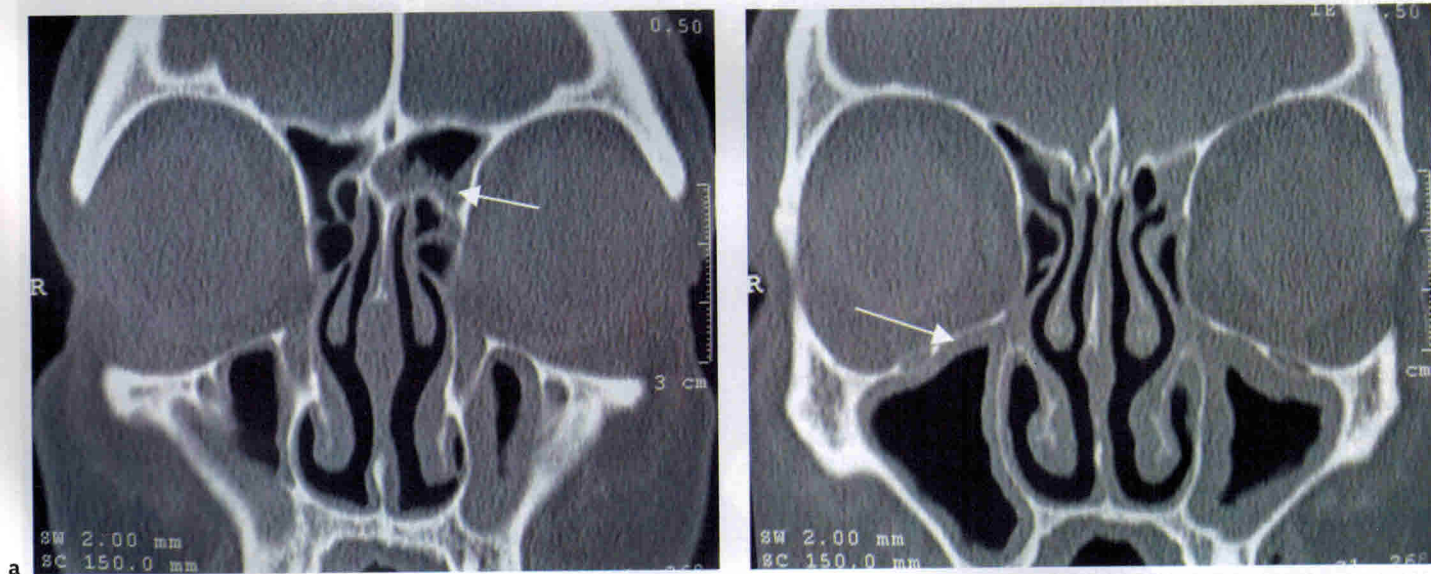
(а) Обратите внимание на утолщение слизистой оболочки левой лобной пазухи и лобного кармана на корональном срезе КТ (белая стрелка). При этом правые лобная пазуха и лобный карман не изменены. (б) Следует отметить утолщение слизистой оболочки правой верхнечелюстной пазухи на корональной КТ (белая стрелка). У этого пациента нужно удалить клетки левого лобного кармана и открыть соустье лобной пазухи, при этом не следует проводить вмешательство на правом лобном кармане. Необходимо прооперировать верхнечелюстные пазухи с обеих сторон.
